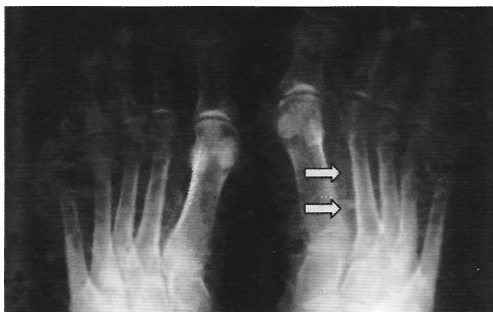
Артериосклероз Менкеберга (рентгенограммы стоп)
